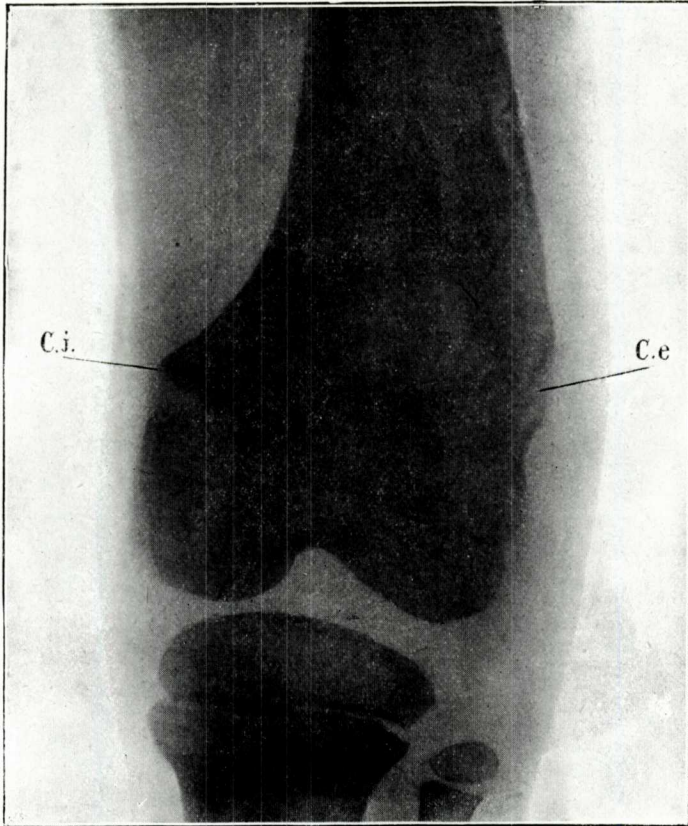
ª — Radiografia de la regió presa per la part posterior. Vegi's al bellmig del fèmur una taca clara que senyala la perllongació del sac. *Ci*, còndil intern amb lleuger desprendiment epifissari degut a la desviació endavant. *Ce*, còndil extern hipertrofiat i fortament desviat enfora
